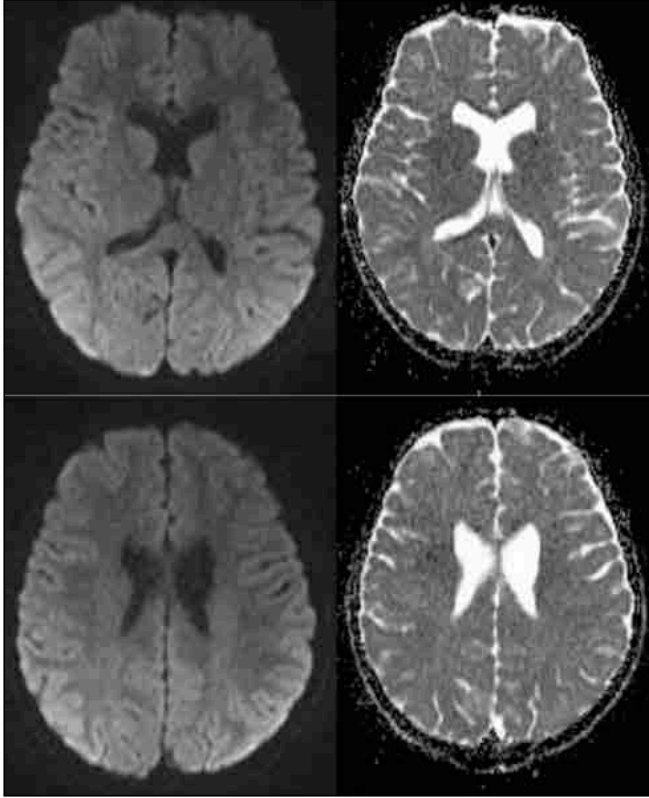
Figure c. Normal diffusion-weighted magnetic resonance imaging examination findings at the 10th day of admission
